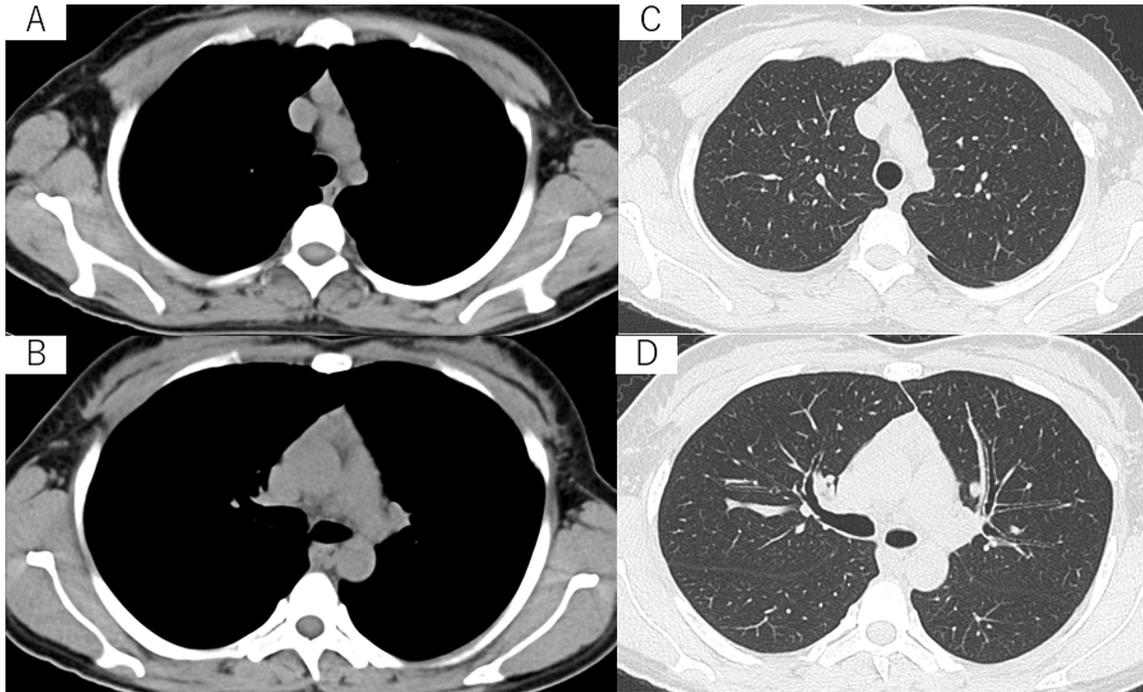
Chest plain CT shows no abnormality of axillary and mediastinal lymph node (A, B). Lung lesions are not detected (C, D).
